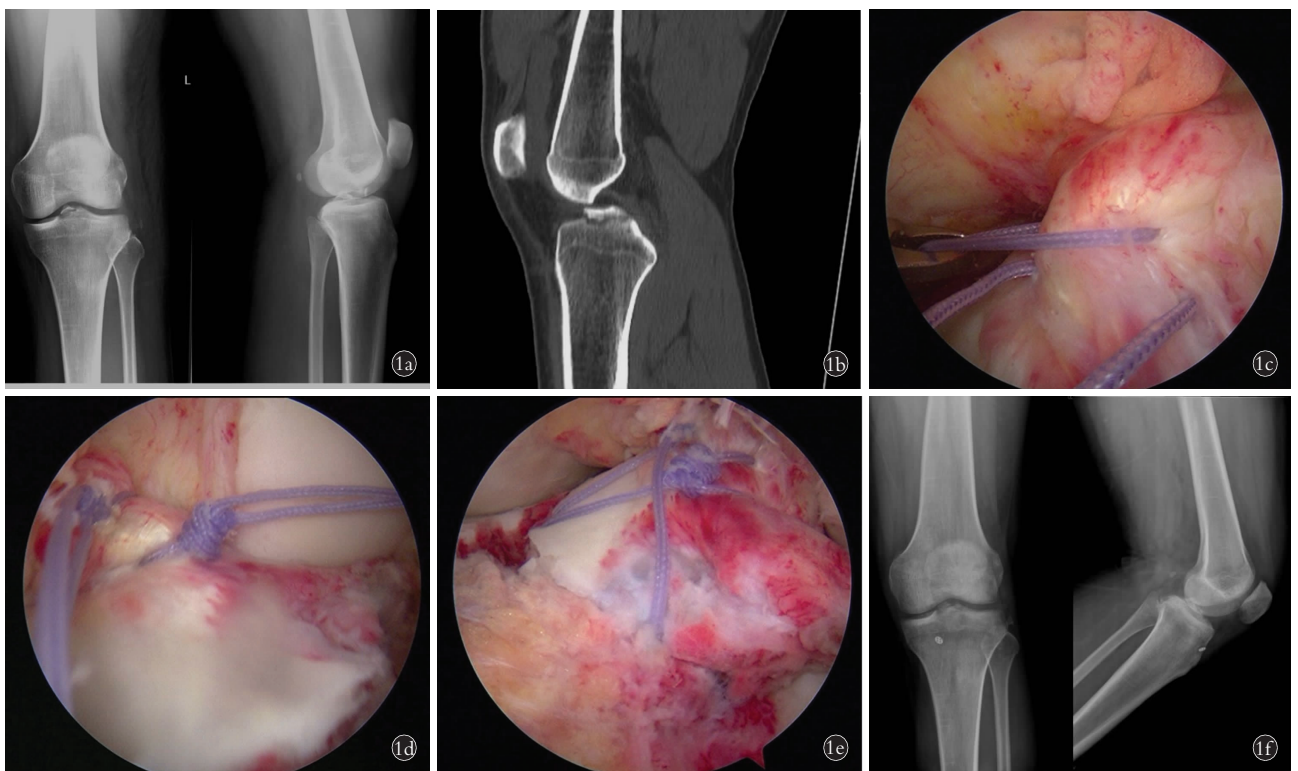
患者,男,30 岁,左膝髁间棘撕脱骨折 1a. 术前膝关节正侧位 X 线片 1b. 术前三维 CT 1c. 缝合线穿过 ACL 于骨块交界处 1d. 缝合线打结 1e. 缝线从不同方向绕过骨块 1f. 术后 3 个月 X 线片
